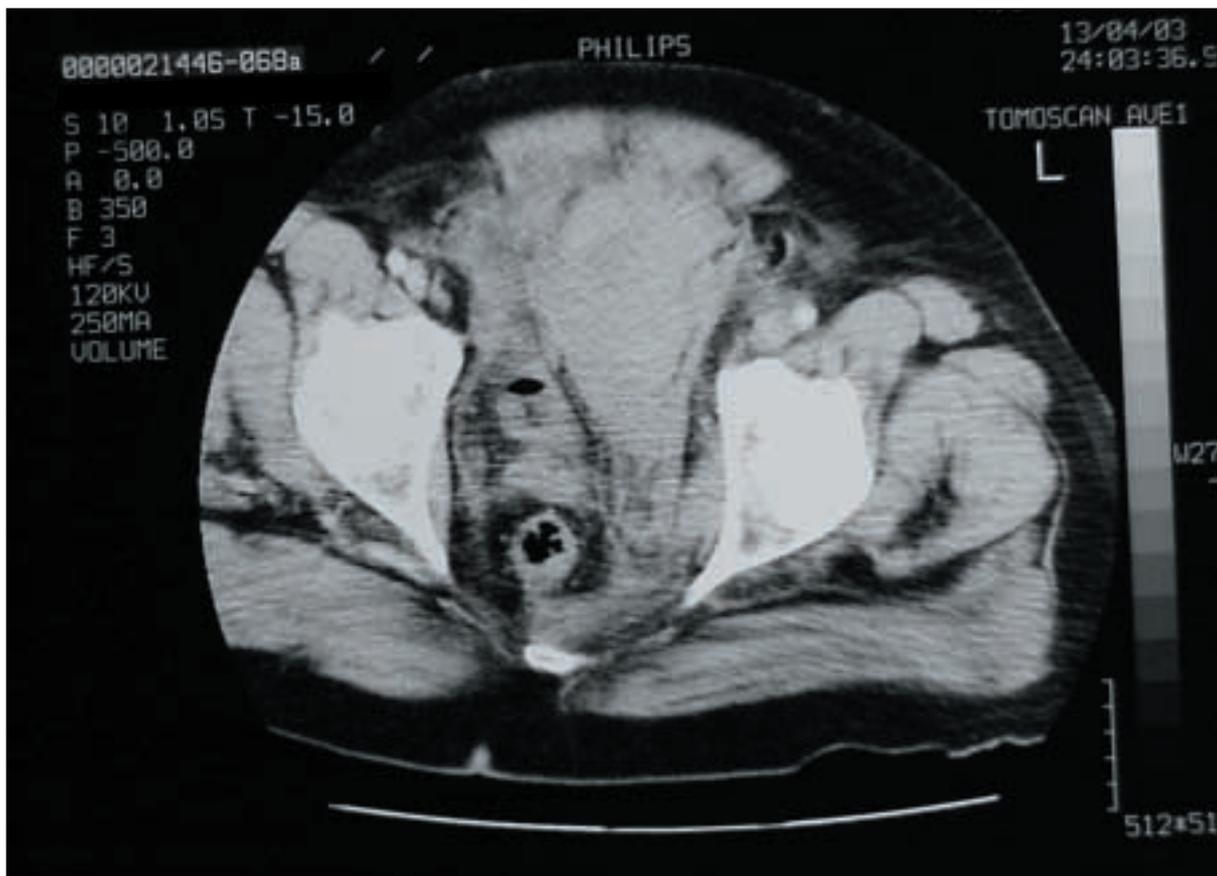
TAC con contraste: Gran hematoma en retroperitoneo pélvico izquierdo con desplazamiento de rectosigma hacia la derecha.
